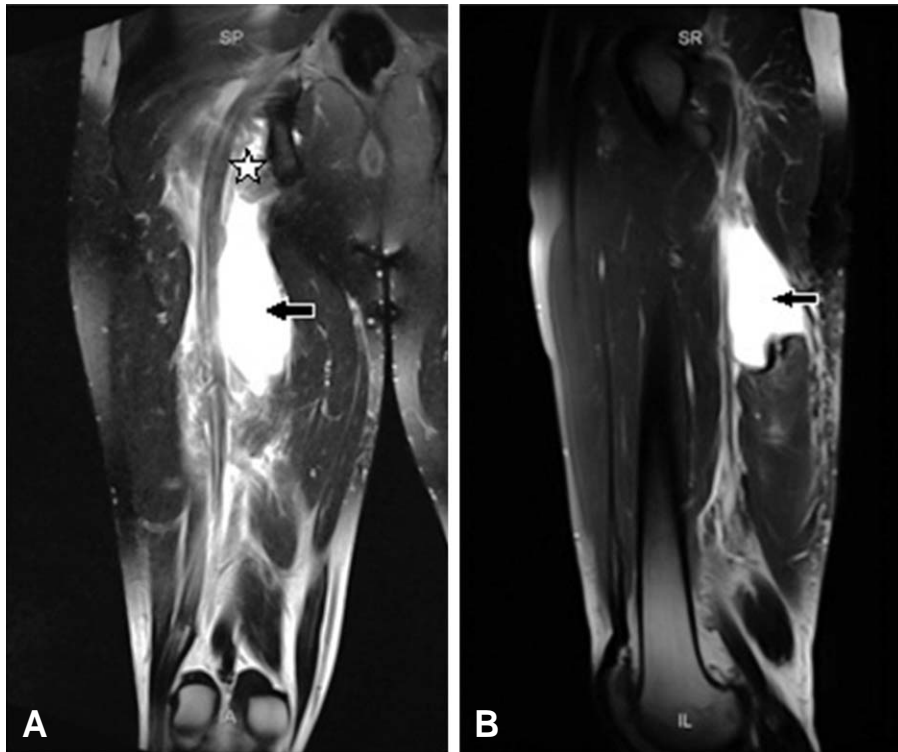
Coronal (A) and Sagittal (B) MRI images of a semitendinosus and semimembraneous injury involving the proximal tendon close to the ischial tuberosity (marked with * in A) and with a “collar” of edema (arrows in A and B) around tendon.
